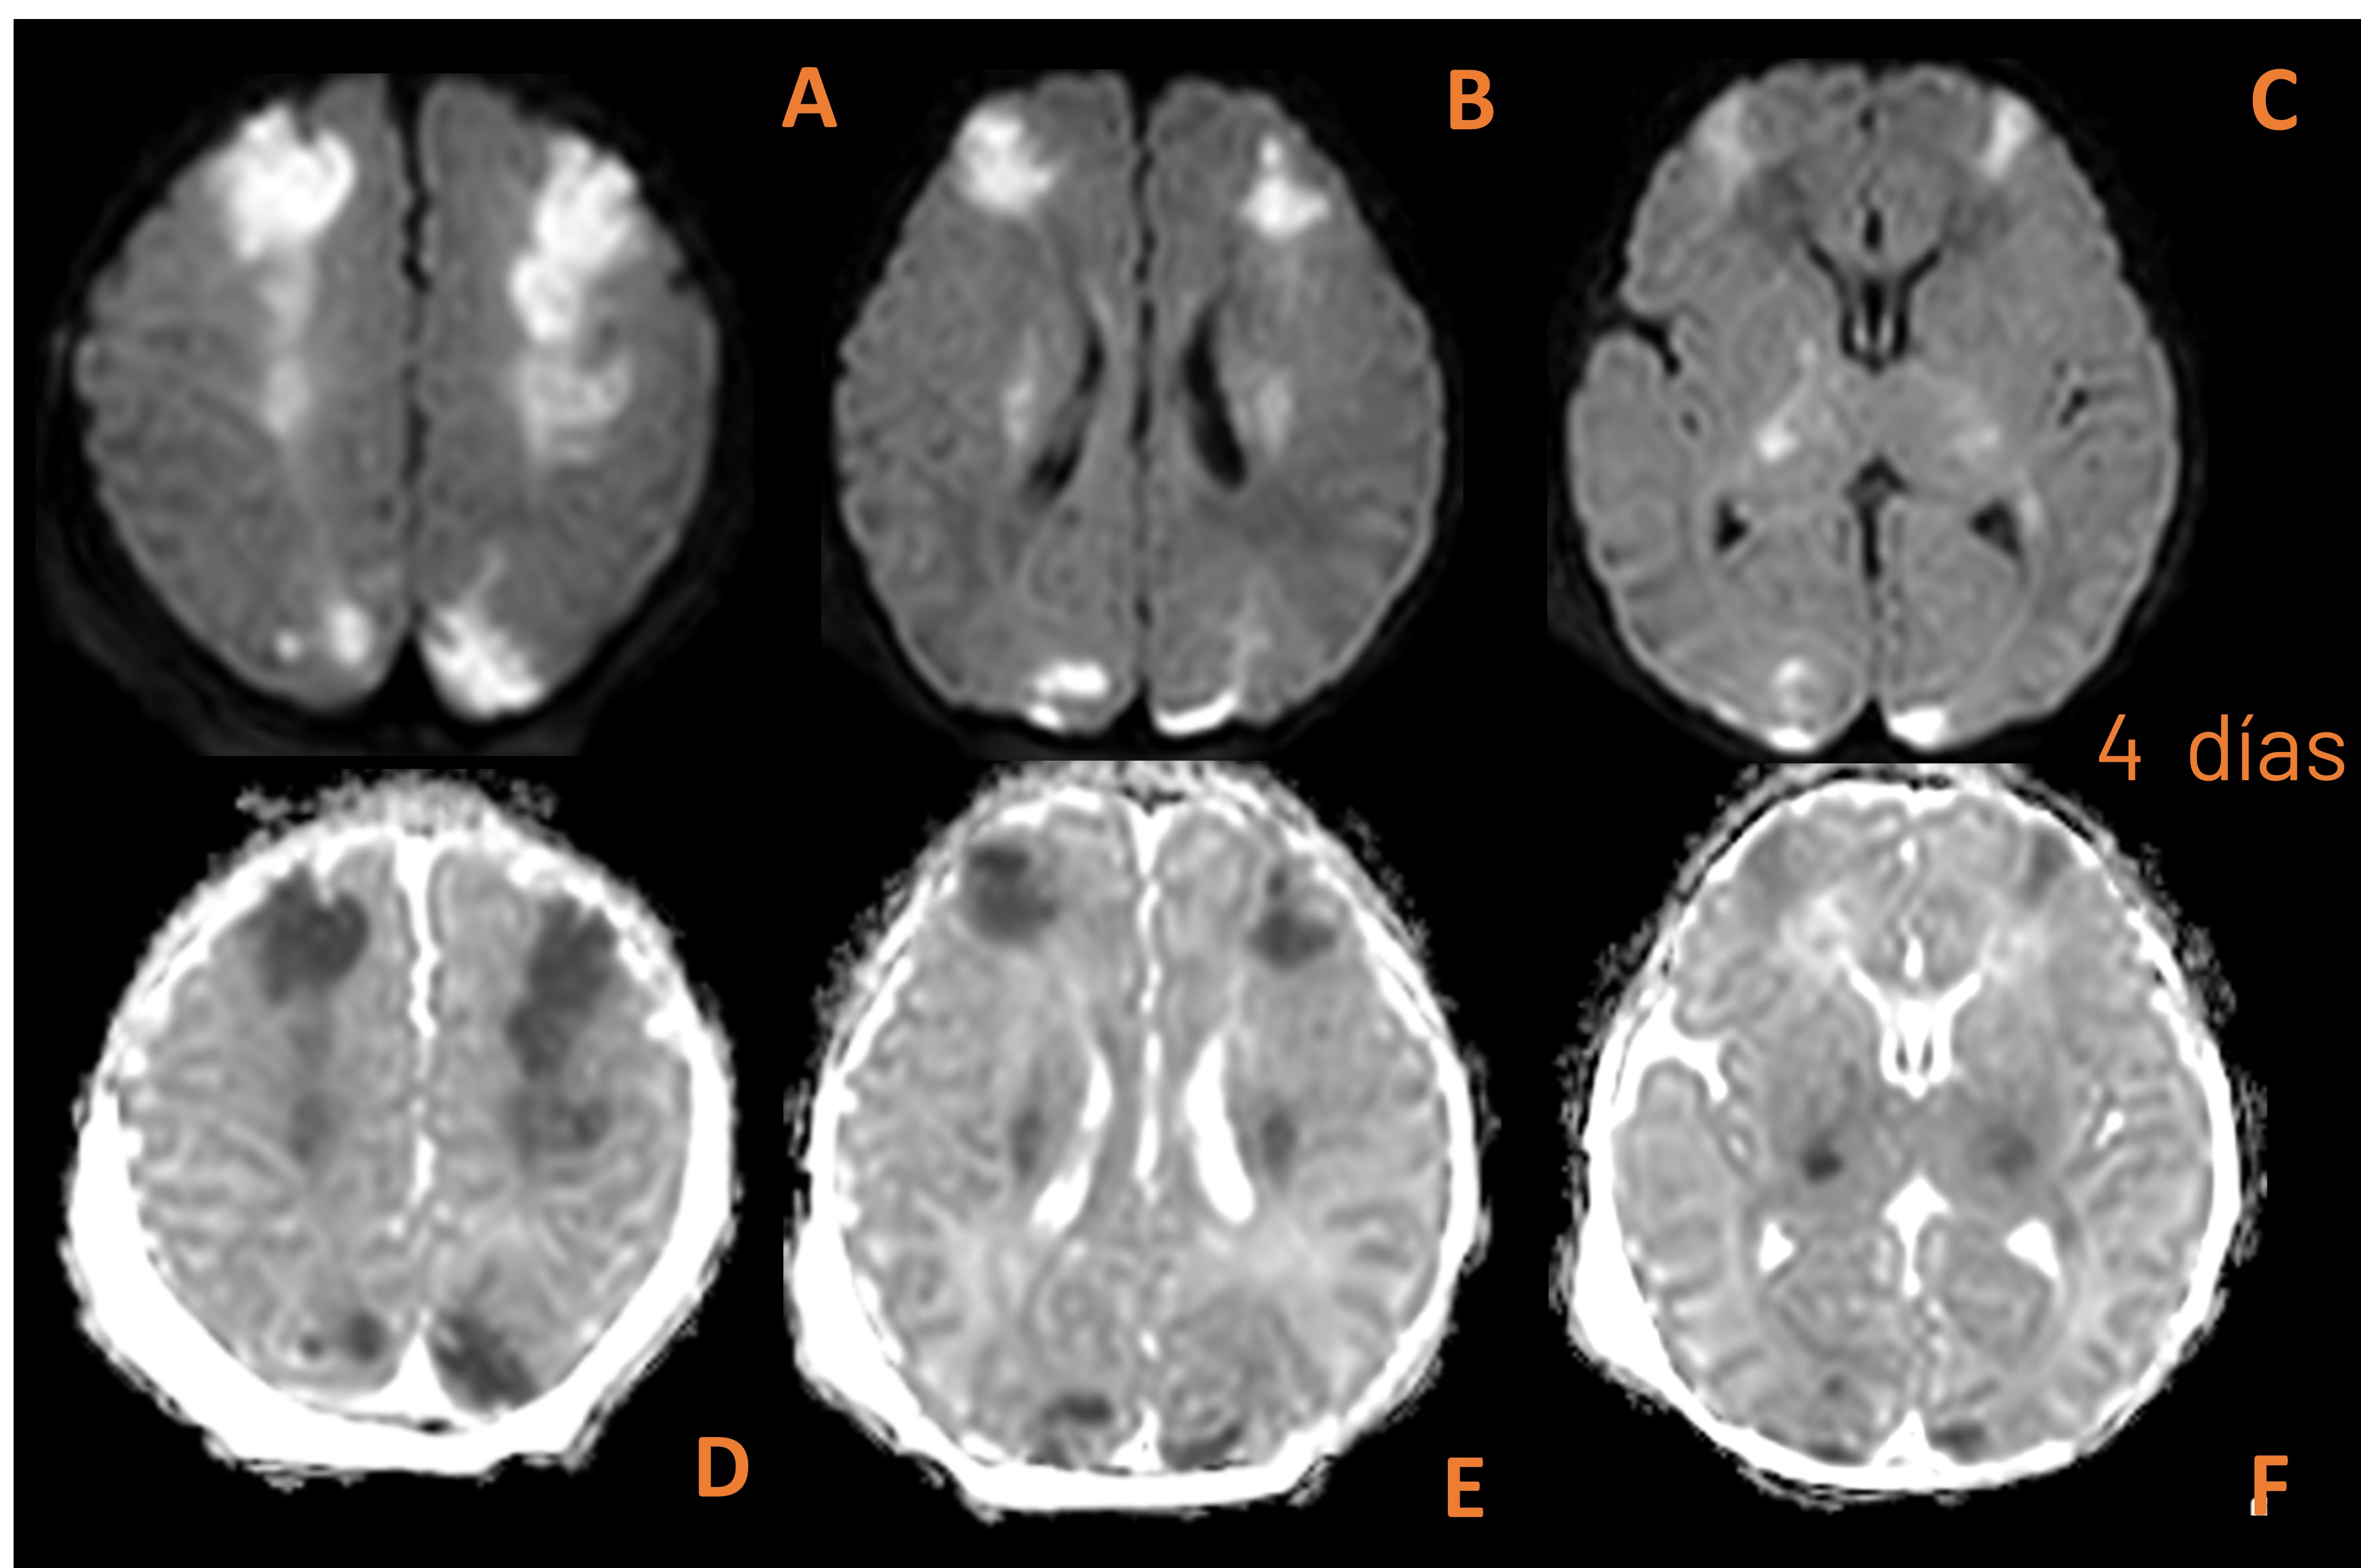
Imágenes de RM el mismo paciente al 4 día de vida. Aumento del señal DWI (A-C) con valores bajos de ADC (D-F) en la convexidad frontoparietal y occipital bilateral, afectando al territorio frontera de ambas ACM. Se aprecia también signos de restricción de la difusión a ambos tractos corticoespinales. Hallazgos en relación con EHI.
